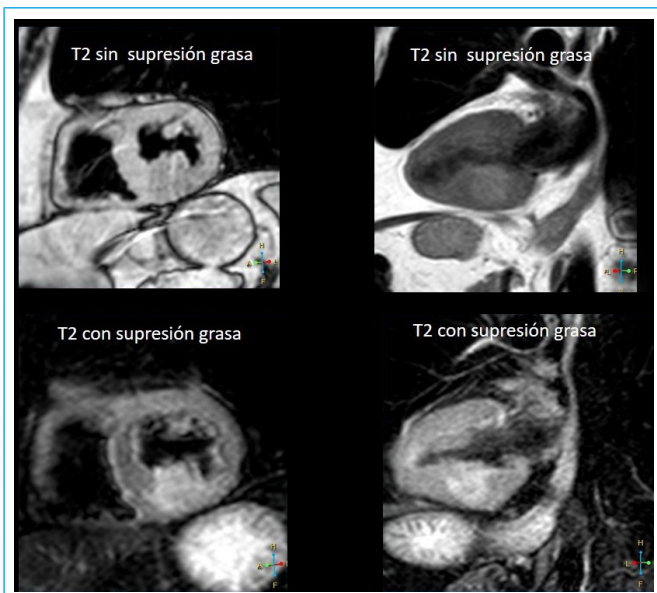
Resonancia magnética cardíaca (RMC): apical 2 cámaras y eje corto en secuencias potenciadas en T2 con y sin supresión de grasa
